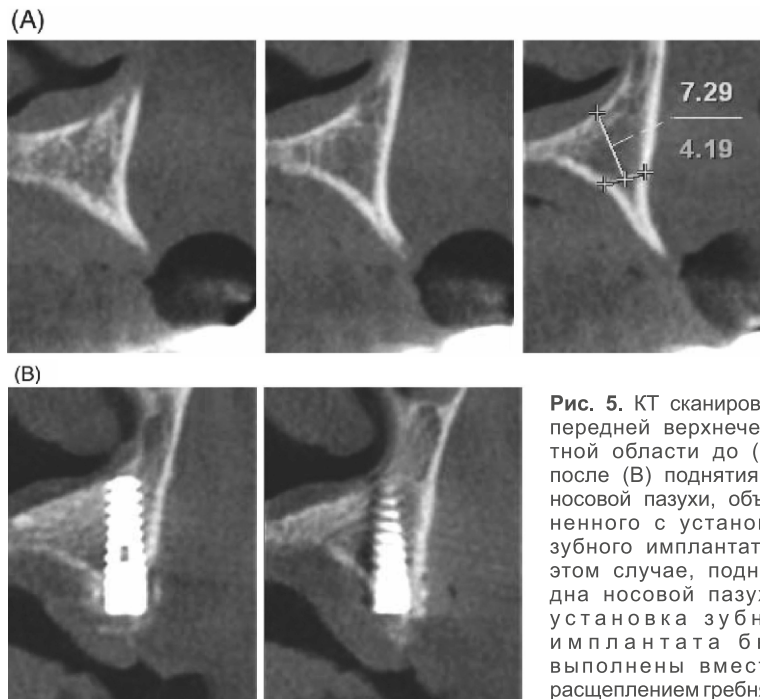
КТ сканирование передней верхнечелюстной области до (А) и после (В) поднятия дна носовой пазухи, объединенного с установкой зубного имплантата. В этом случае, поднятие дна носовой пазухи и установка зубного имплантата были выполнены вместе с расщеплением гребня.
